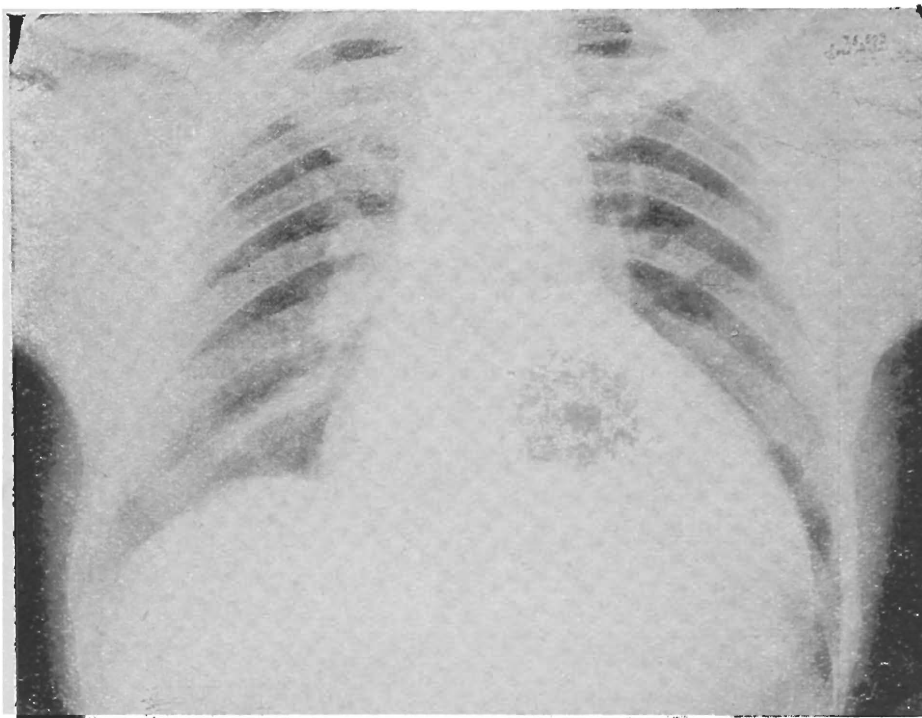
Caso n.º 1 — Teleradiografia do coração
